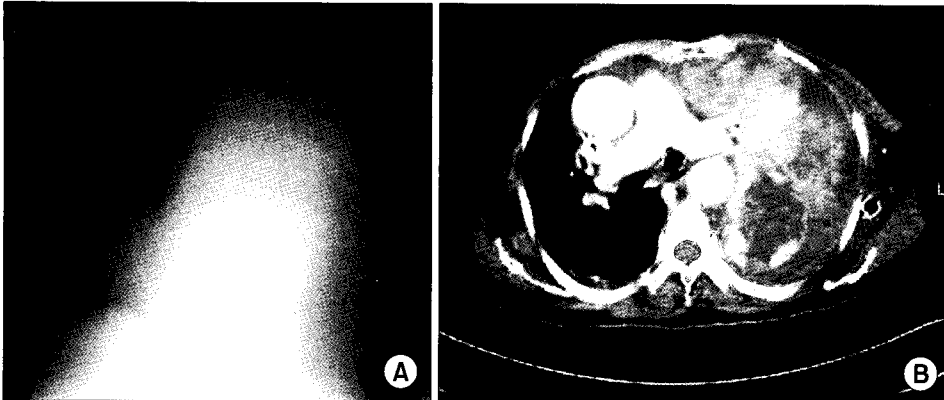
Preoperative (A) Chest PA, (B) Chest CT.
